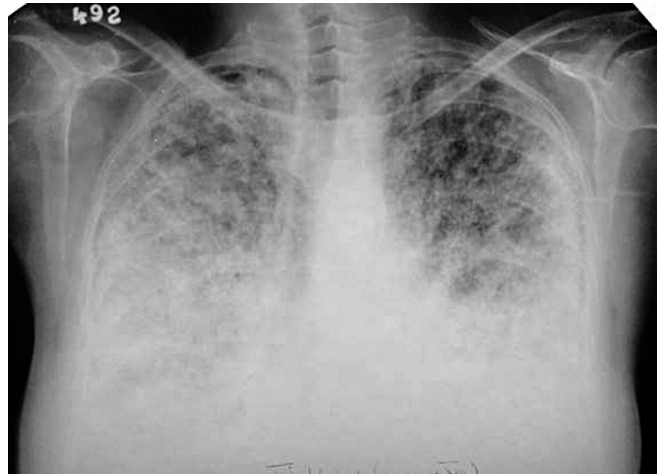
Chest X-ray in occupational lung talcosis. Female patient with long exposure to talc while working at rubber factory. A case observed by Y.I. Stroev
